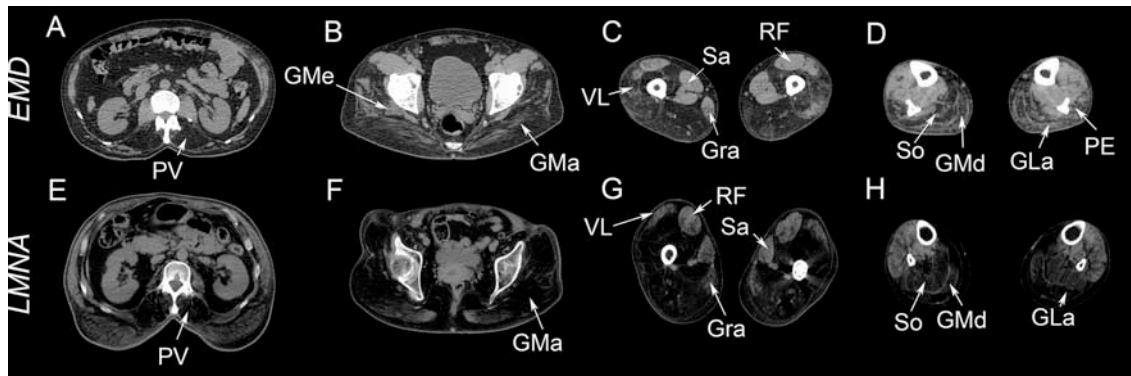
Muscle imaging of EDMD patients with severe weakness caused by mutations in the *EMD* and *LMNA* genes. Muscle CT scans of patients with EDMD phenotype and mutation in the *EMD* gene (A–D) or mutation in the *LMNA* gene (E–H). We observed a common pattern characterized by involvement of paravertebral muscles (PV in A and E) in the trunk and *glutei* muscles (the image infiltration of *gluteus medius* (GMe) and *gluteus maximus* (GMa) is shown in B and F) in the pelvis. In the thighs the most common involved muscles were the posterior muscles of the thighs and the vasti, while *rectus femoris*, *sartorius* and *gracilis* (RF, Sa, Gra) were not involved. The most lateral part of *vastus lateralis* (VL) was not involved until very late stages of the disease. In the legs both *gastrocnemius* (GLa and GMd) and *soleus* (So) were involved (D and H). *Peroneus* muscles (PE) were more commonly involved in EDMD patients with mutation in the *EMD* gene than in EDMD patients with mutations in the *LMNA* gene.
